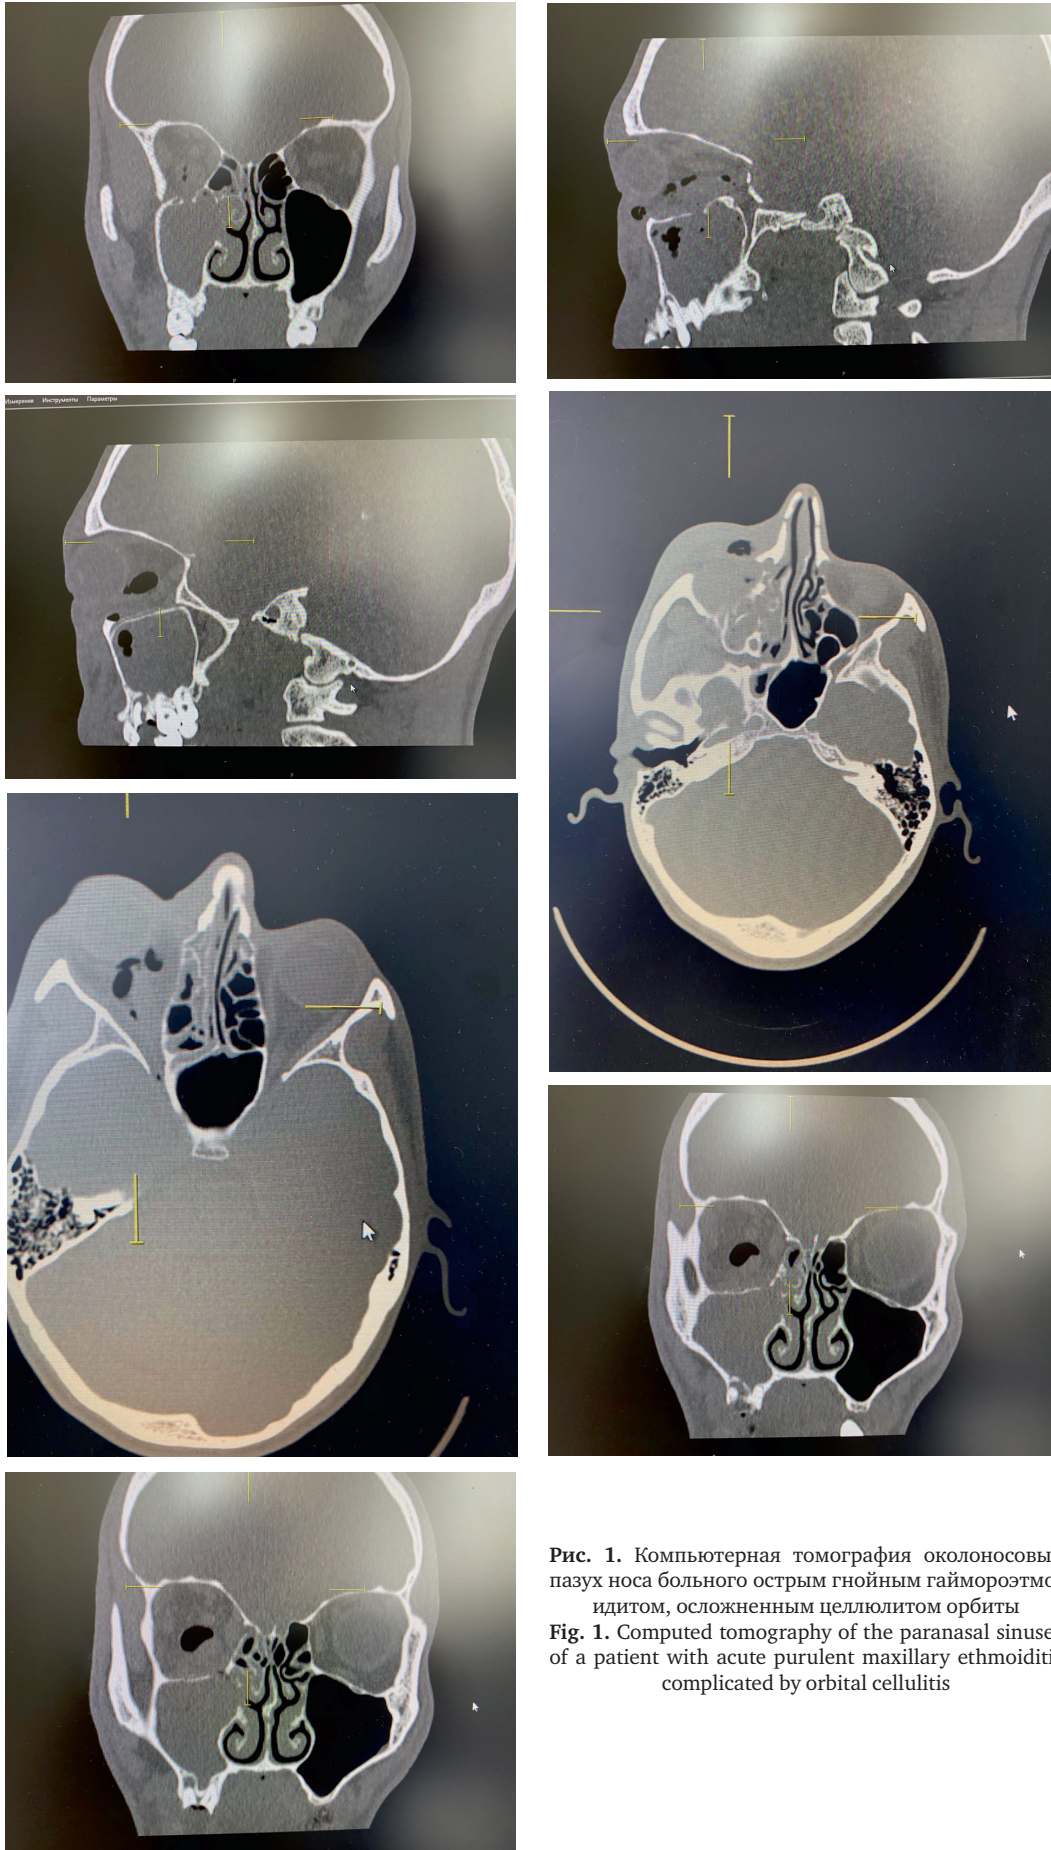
Компьютерная томография околоносовых пазух носа больного острым гнойным гайморэтиmoidитом, осложненным целлюлитом орбиты
